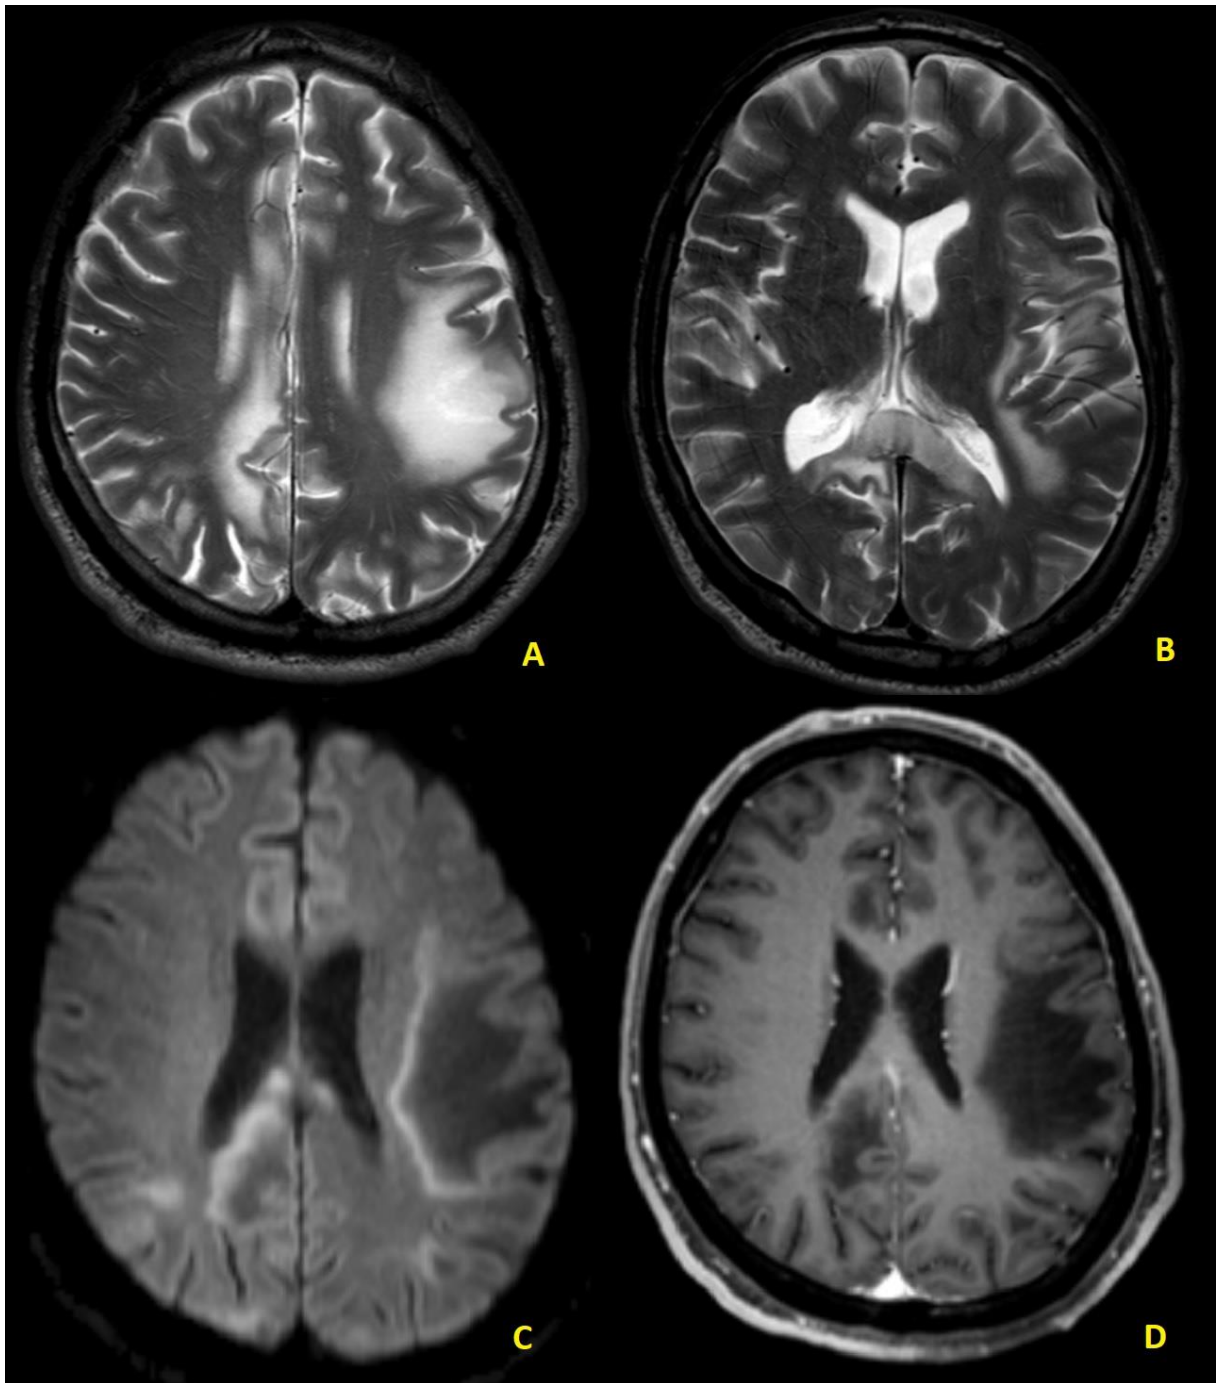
Sexo masculino, PCR positivo para o JC no LCR. Lesões multifocais no esplênio do corpo caloso, lóbulo paracentral direito, lóbulo frontal esquerdo e pré-cúneo direito com prolongamento T2 (A e B). Há hipersinal DWI na periferia (C), sem realce pós-contraste (D).
